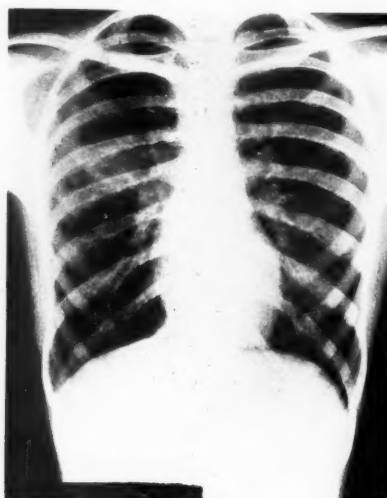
Röntgenologisch nachweisbare Infiltration vor Absaugen mit dem Bronchoskop.
